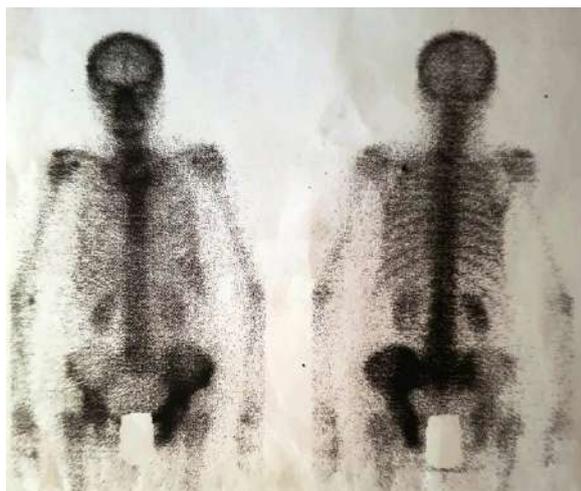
Сцинтиграфия костей скелета пациентки Р.
